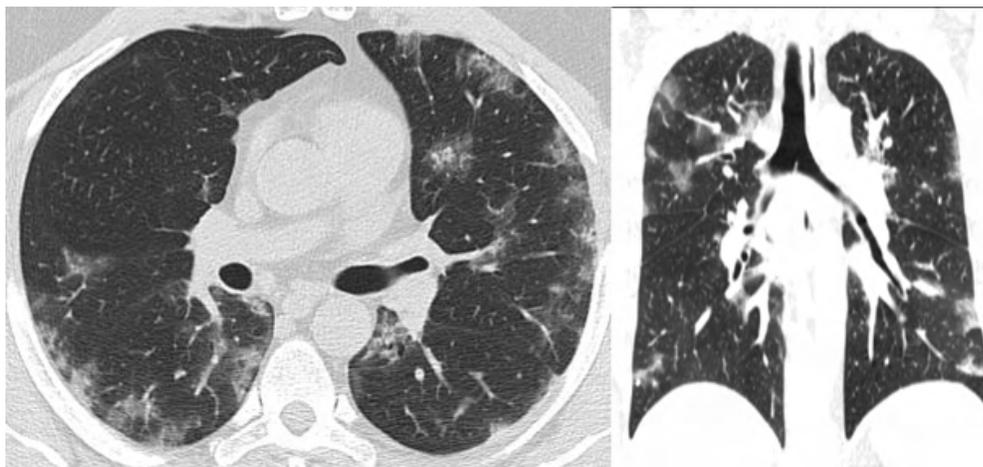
Paciente do sexo masculino de 29 anos com pneumonia H1N1. A TC mostra áreas focais de vidro fosco predominantemente periféricas e bilateral.
